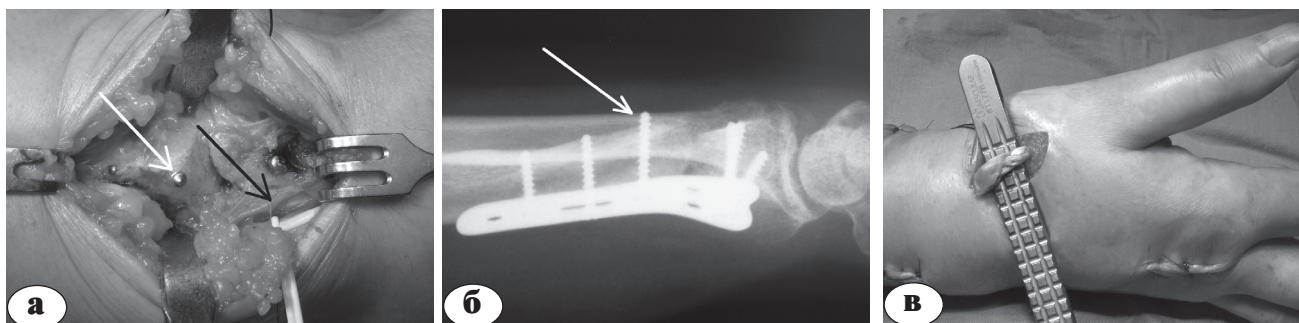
Выступающий из лучевой кости кончик винта (белая стрелка), регенерат на месте сухожилия длинного разгибателя I пальца (черная стрелка) у больной К., 41 г. через 4,5 месяца после корригирующей остеотомии ДМЛК (а); рентгенограмма нижней трети предплечья в боковой проекции с выступающим из лучевой кости винтом (белая стрелка) (б); восстановление сухожилия длинного разгибателя I пальца за счет транспозиции сухожилия собственного разгибателя II пальца (в)
